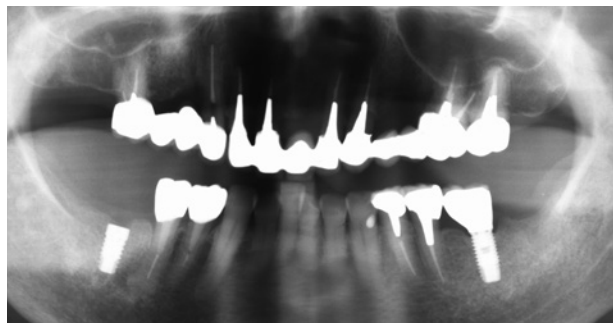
2015年2月撮影のパノラマX線写真 (印象採得時)
